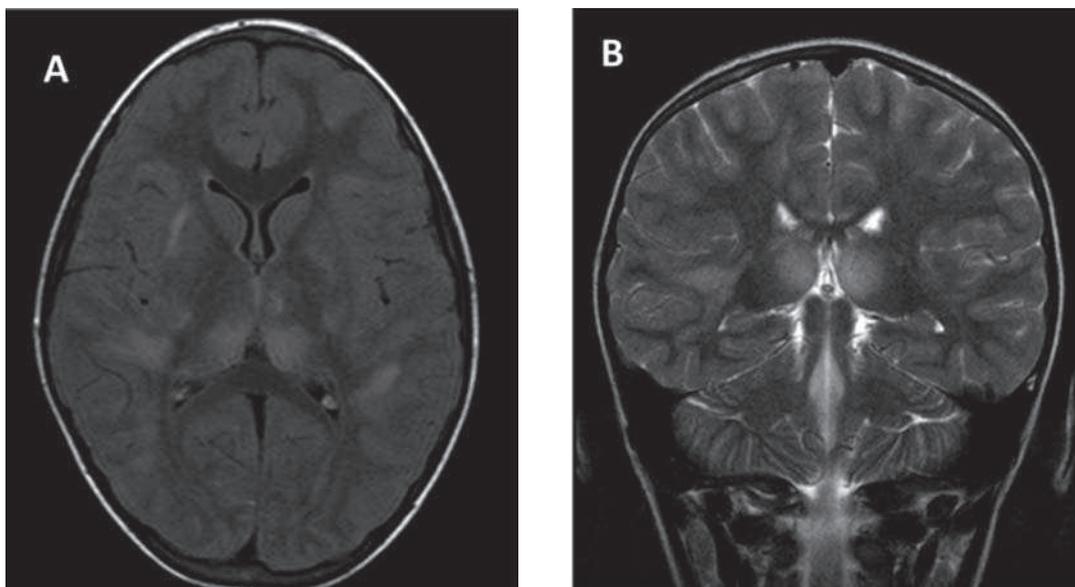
(A) T2 FLAIR - plano axial, revelando múltiplas lesões hiperintensas (áreas de desmielinização) na substância branca dos hemisférios cerebrais (frontal, parietal, occipital) e gânglios da base.
